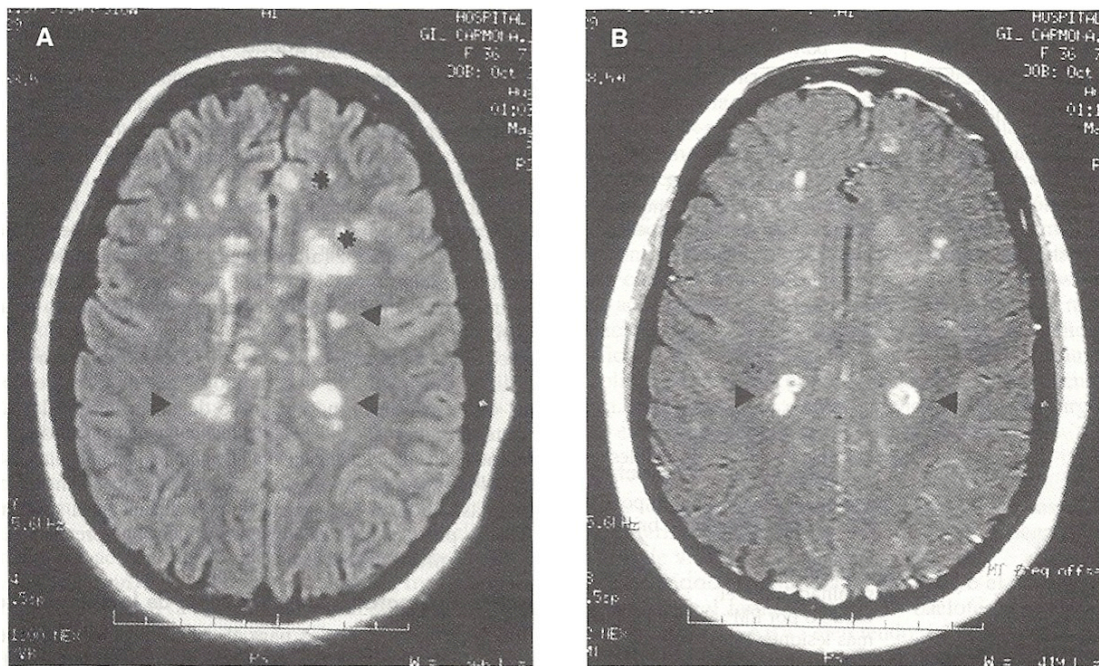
Imagen de RM: A) Imagen potenciada en secuencia FLAIR que muestra lesiones hiperintensas periventriculares (puntas de flecha) y yuxtacorticales (asteriscos). B) Imagen potenciada en T1 que muestra que alguna de las lesiones anteriores capta gadolinio (puntas de flecha).
